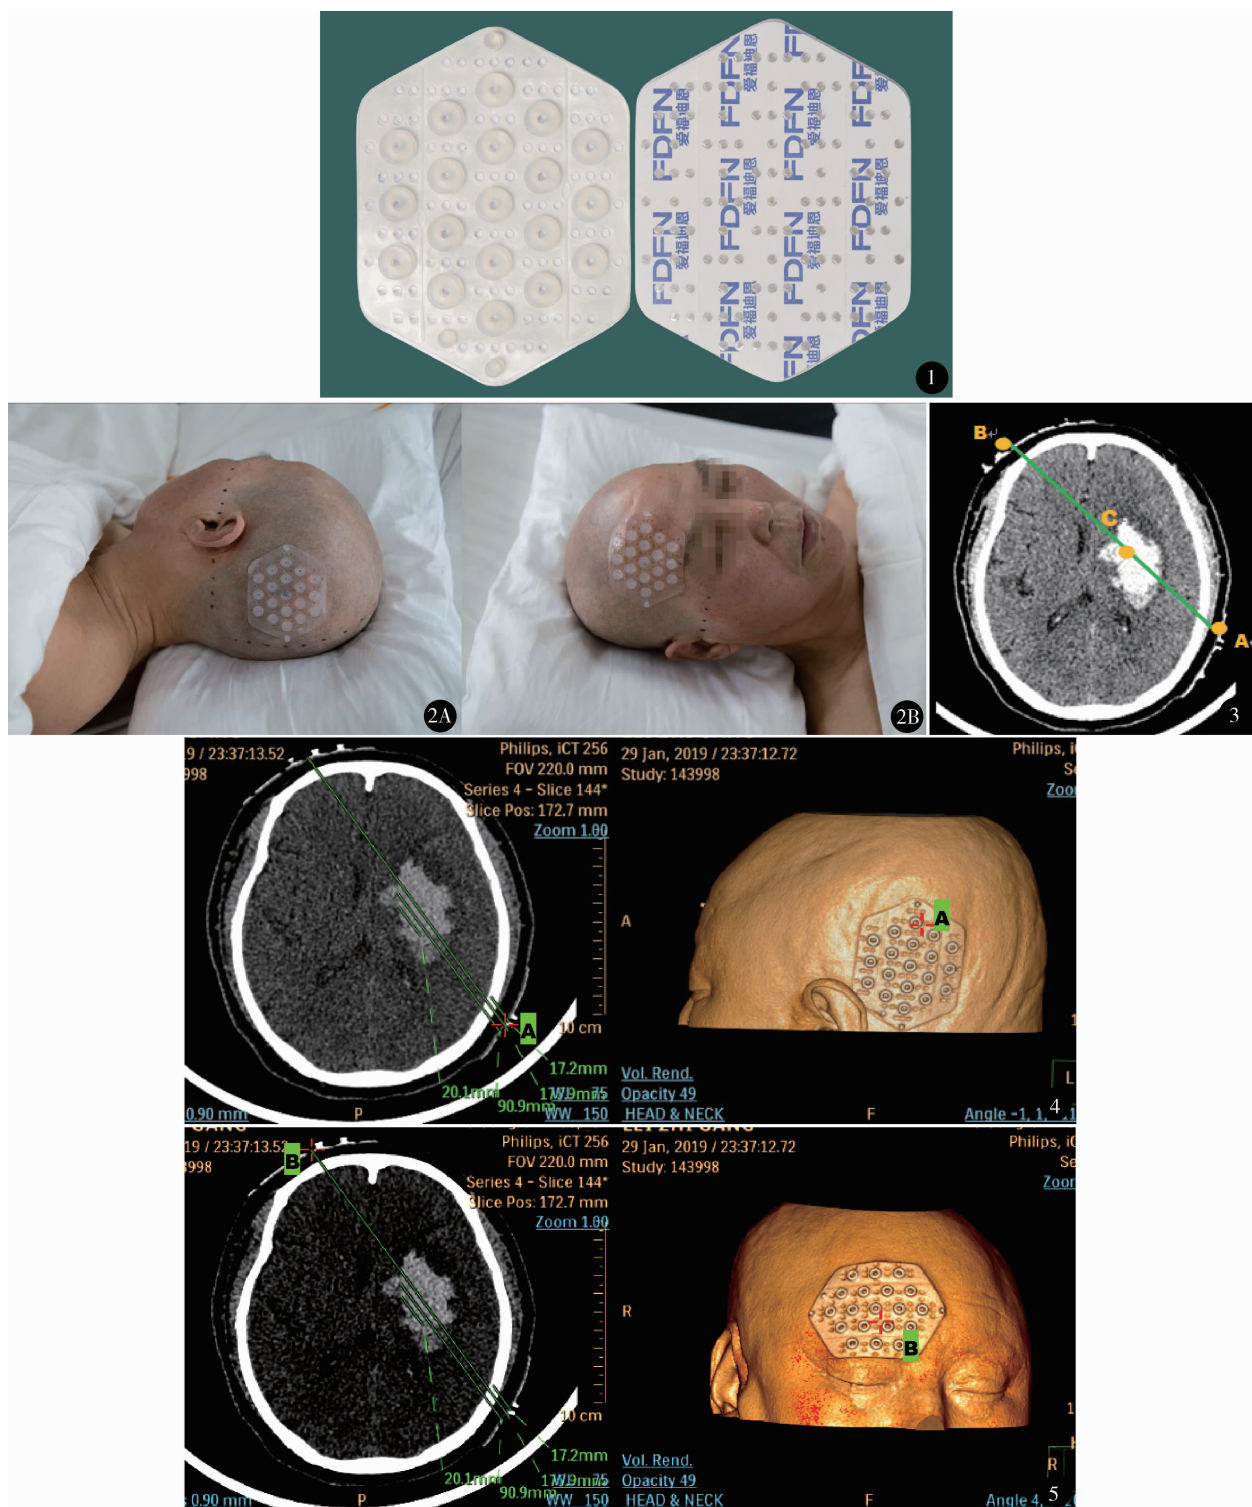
爱福迪恩 CT 定位膜 (左图为正面, 右图为背胶面) 图 2 左侧基底节区血肿患者粘贴定位膜 A. 血肿侧; B. 血肿对侧 图 3 在血肿最大层面画血肿长轴 AB, 此长轴与两侧头皮交点即进针点 A 和假想出针点 B (AB 长轴即穿刺方向, AC 为穿刺深度) 图 4 利用 CT 自带工作站的旋转链接功能, 在左图点击 A 点, 即在右图上出现“十”, 此“十”点即为左图的 A 点 图 5 利用 CT 自带工作站的旋转链接功能, 在左图点击 B 点, 即在右图上出现“十”, 此“十”点即为左图的 B 点
